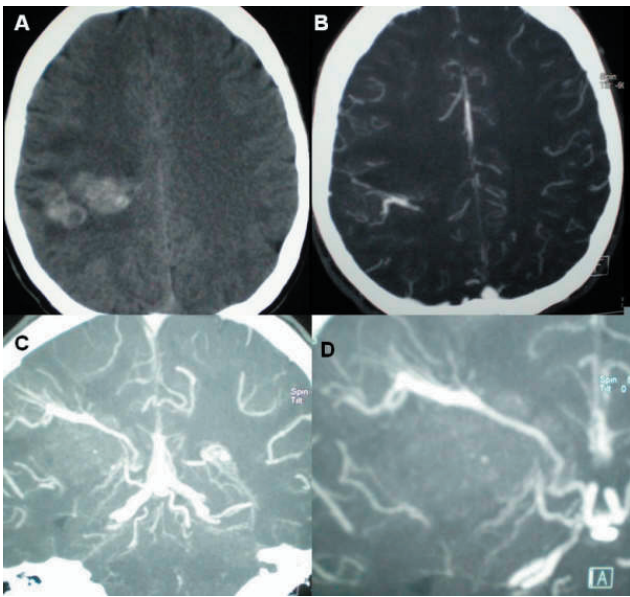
Caso 2. TC (A) y angioTC cerebral axial (B) y con reconstrucción coronal (C y D). (A) se aprecia imagen hiperdensa frontoparietal derecha compatible con hematoma. (B) Captación alargada y dilatada sugestiva de anomalía vascular. (C) y (D) se aprecia claramente la imagen del angioma venoso con los vasos patológicos confluyendo hacia un vaso colector común; signo de "caput medusae".
